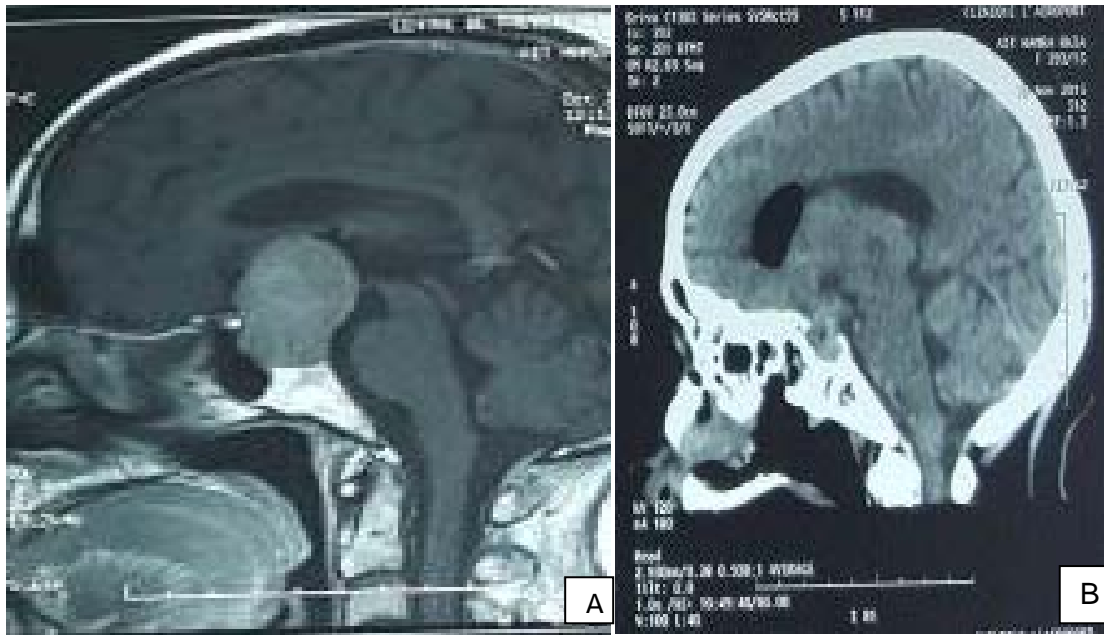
A : IRM hypophysaire coupe sagittale objectivant un adénome hypophysaire sellaire
